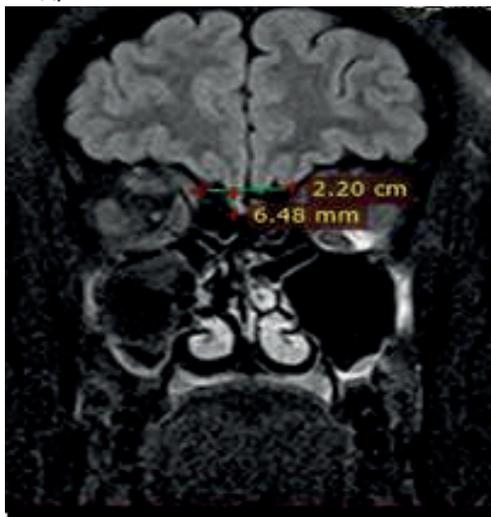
МРТ головного мозга в режиме T1 с контрастным усилением.
